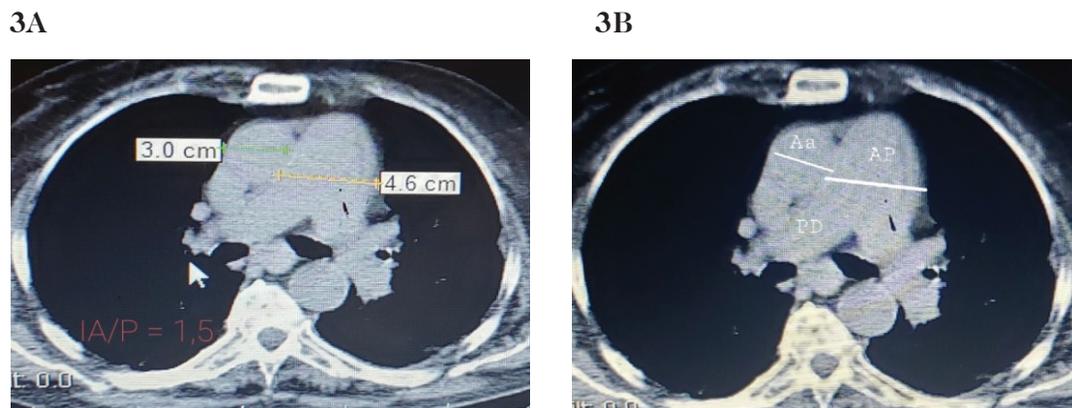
Tomografía de tórax, corte axial (A) medida índice aortopulmonar $>1 = 1,5$ (B) resalta dilatación arteria pulmonar y sus rama derecha en paciente con COVID-19 severo e HAP (Imagen archivo Dra. Arias, Hospital Alfredo Van Grieken de Coro, Falcón Venezuela 2022).
